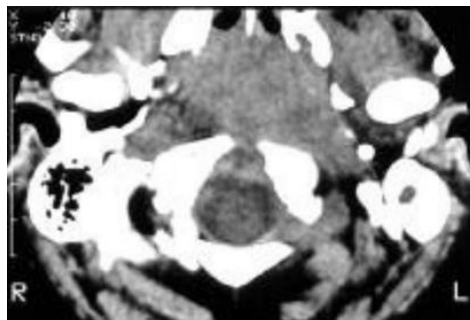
CT Scan aksial nasofaring normal.
